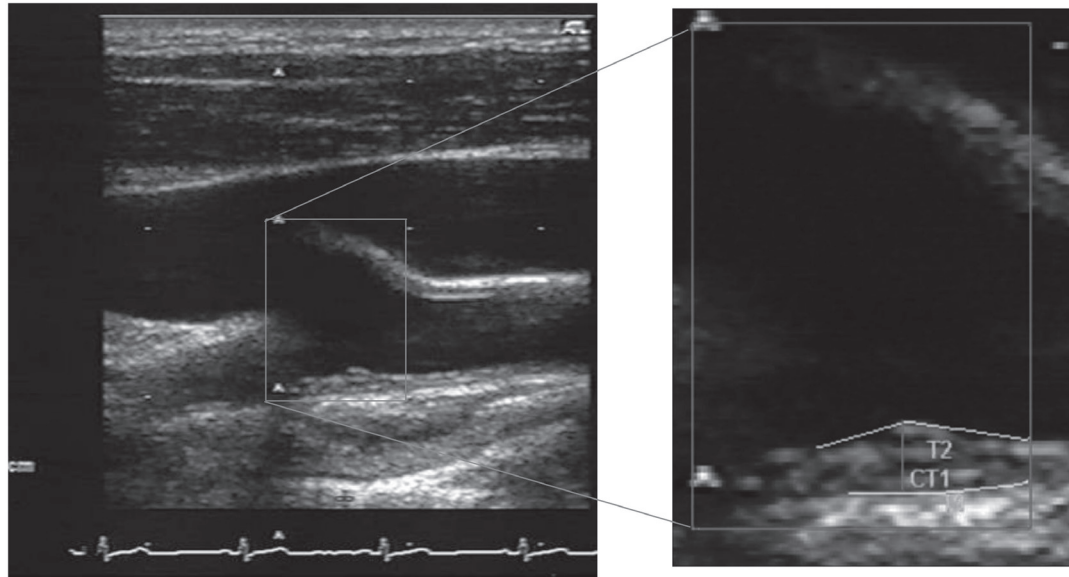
Imagen de ultrasonido de la arteria carótida
